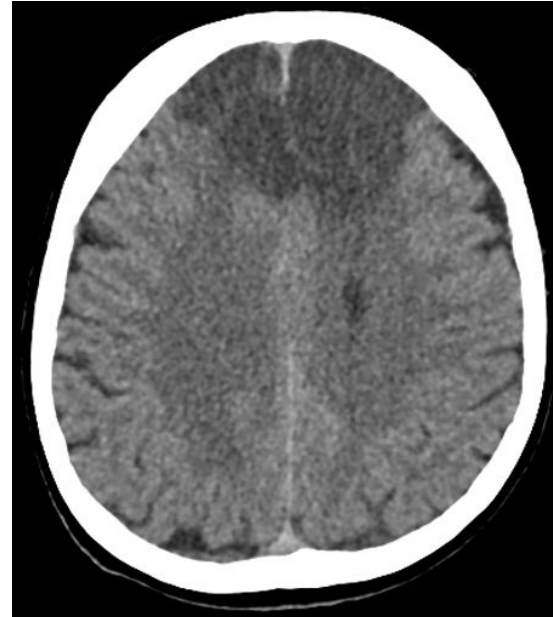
TC simple de cráneo. Hipodensidad córtico-subcortical en ambas regiones frontales parasagitales.
